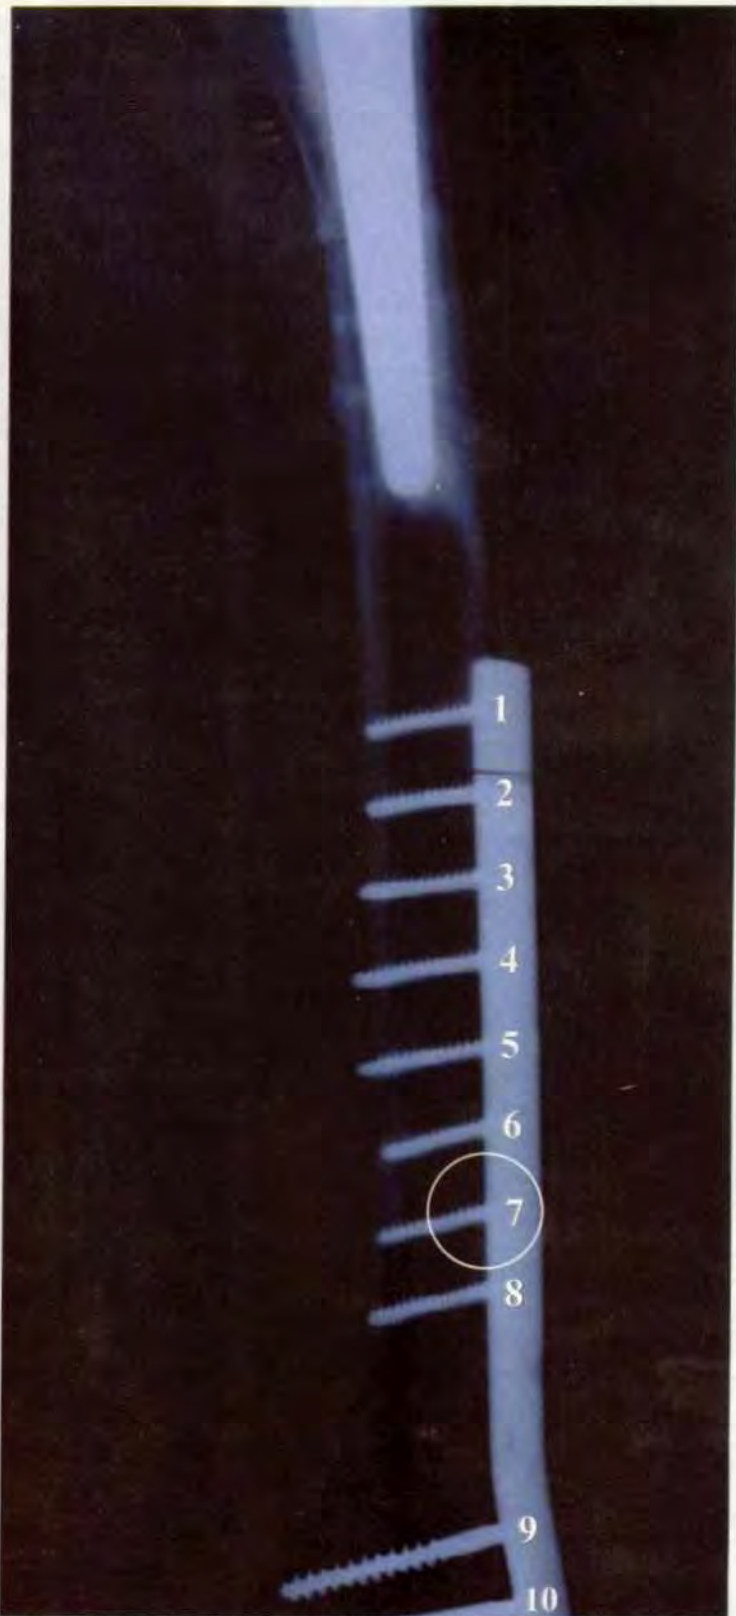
Radiografía del fémur derecho, tomada en septiembre 14 de 2 000. La placa hecha en acero inoxidable austenítico de alta resistencia se utilizó para tratar la fractura entre los tornillos 6 y 8.
